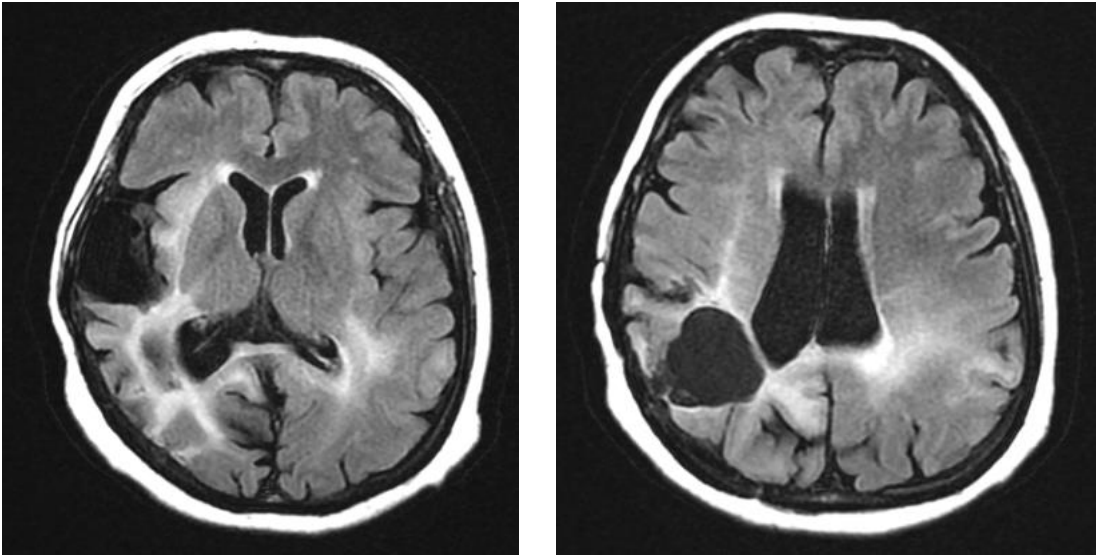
GTV 1 MRG ve planlama görüntüleri
